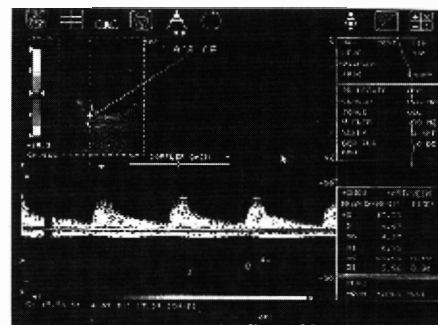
Doppler colorido do complexo artéria / veia central da retina. Observe o componente arterial e pulsátil (acima da linha horizontal) e o componente venoso e laminar (abaixo da linha horizontal).
